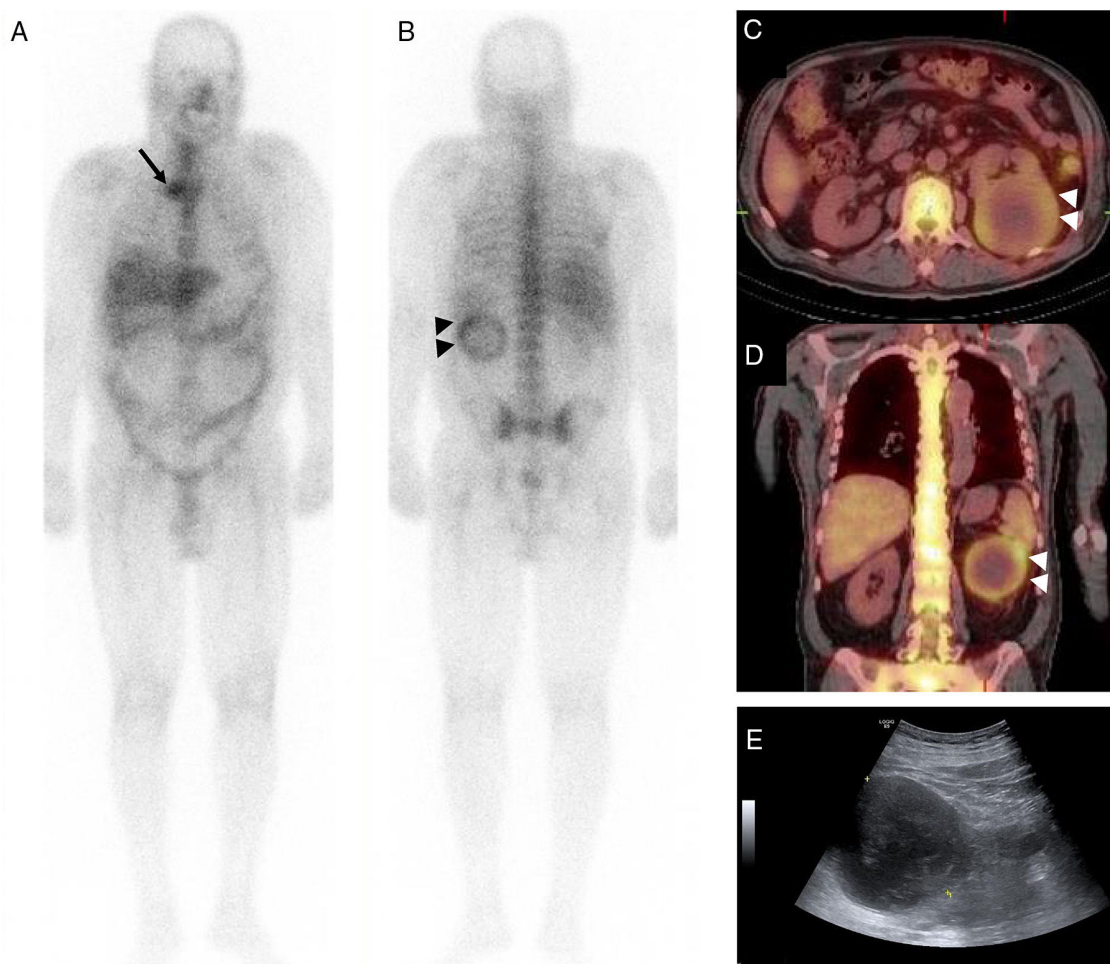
El rastreo corporal con Ga-67 (A,B) y SPECT/TC en transverso (C) y coronal (D) muestra captación patológica en la articulación esternoclavicular derecha (flecha) y en paredes del quiste renal izquierdo (puntas de flecha). La ecografía renal muestra el gran quiste renal antes de la punción (E).
